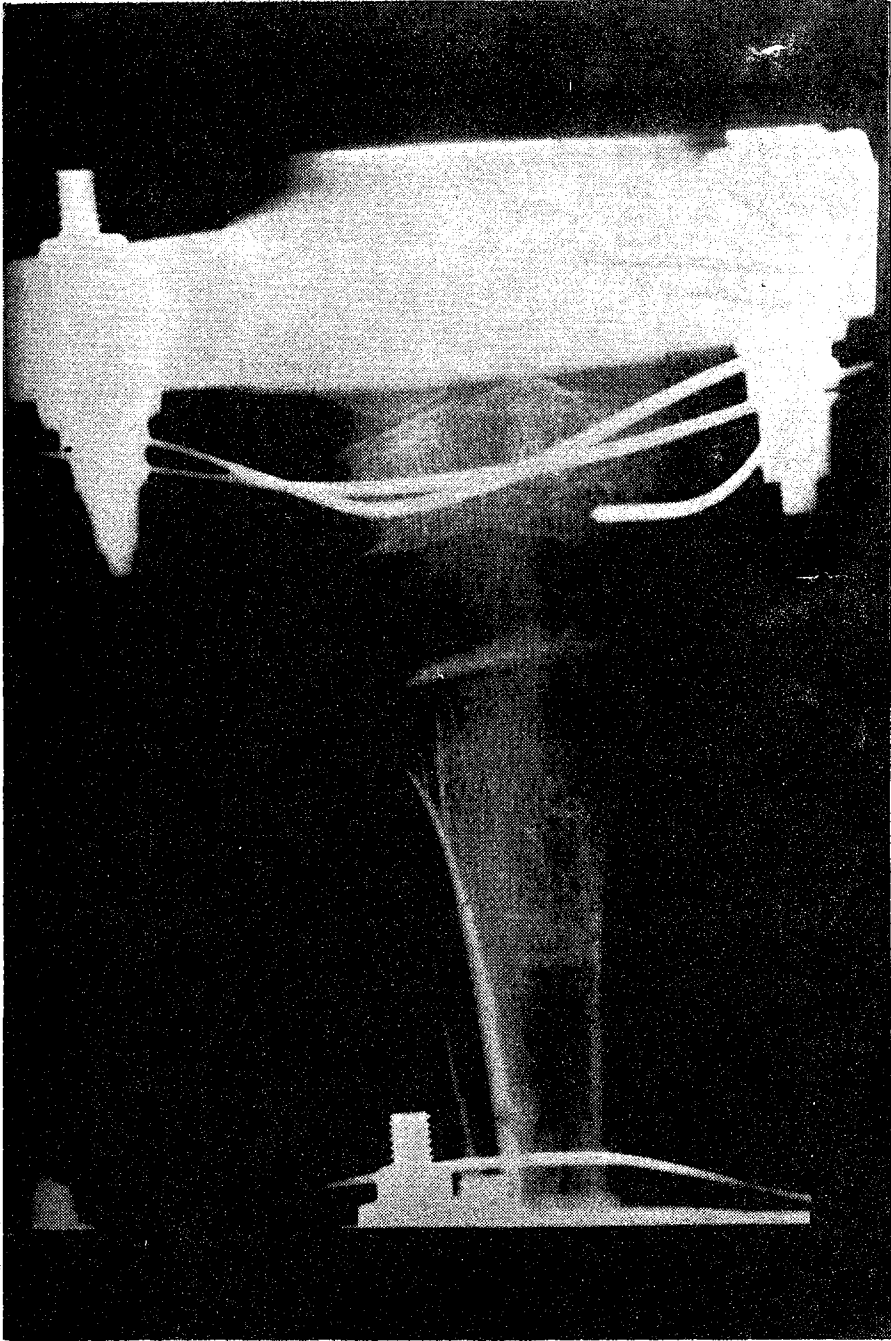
Radiografía del día 40 gésimo del alargamiento (Caso 1).
